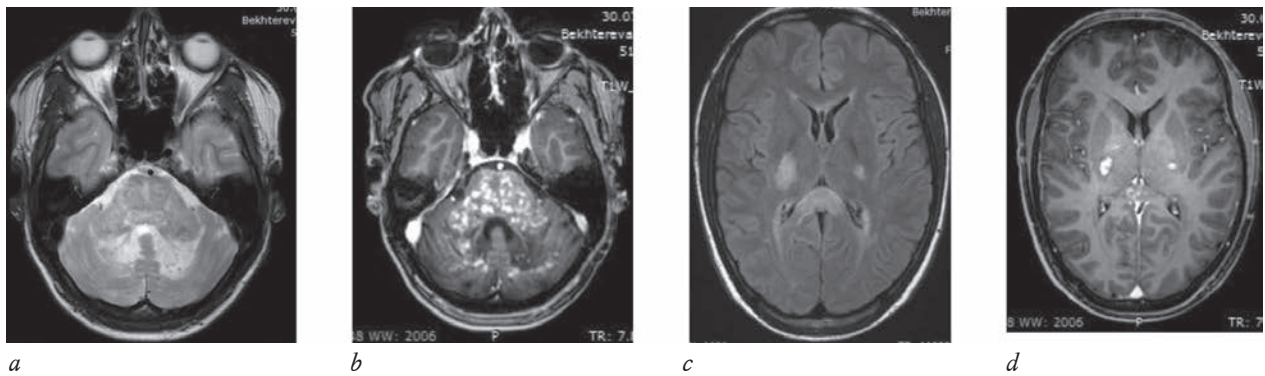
На МРТ головного мозга в аксиальных плоскостях определяется практически тотальное поражение белого вещества моста и мозжечка с частичным вовлечением его коры (а). Постконтрастное усиление имеет негомогенный точечный и линейный паттерн (b, d). Аналогичные зоны меньших размеров выявлены в подкорковых структурах и валике мозолистого тела (b, c)
